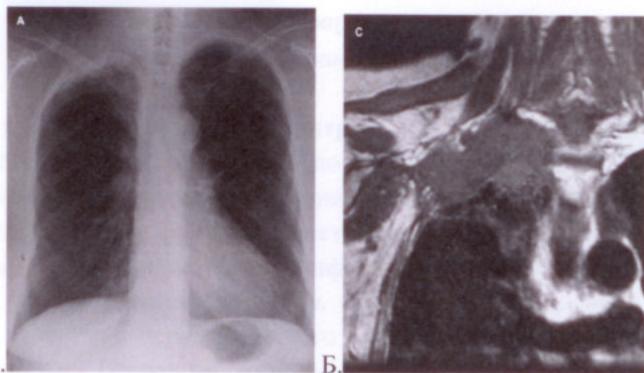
Опухоль Панкоста справа. А.— обзорная рентгенография; Б.— Магнитно-резонансная томография
